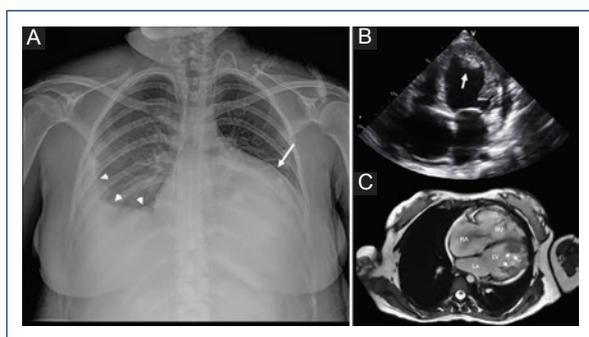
A: chest X-ray shows cardiomegaly (arrow) and bilateral pleural effusion (arrowheads). B: transthoracic echocardiogram shows a left ventricle (LV) mobile intracavitary thrombus (arrow). C: cardiovascular magnetic resonance imaging shows a severely dilated heart with multiple intracavitary thrombi in the LV (arrows). LA: left atrium; LV: left ventricle; RA: right atrium, RV: right ventricle.
